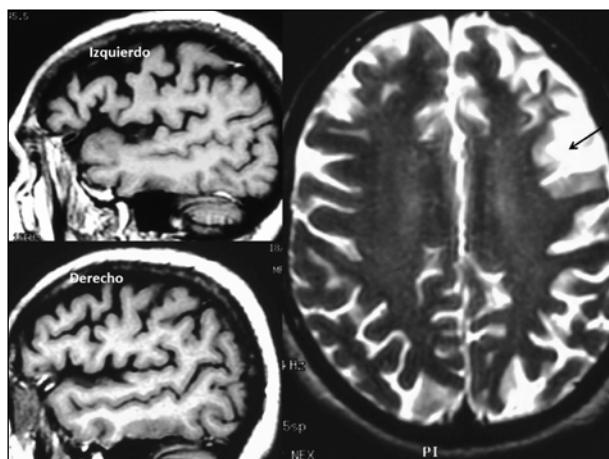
Afasia no fluida o agramatical. En la RM se aprecia una marcada atrofia de la porción anterior del hemisferio izquierdo, de las circunvoluciones frontales y de la temporal superior alrededor del opérculo
